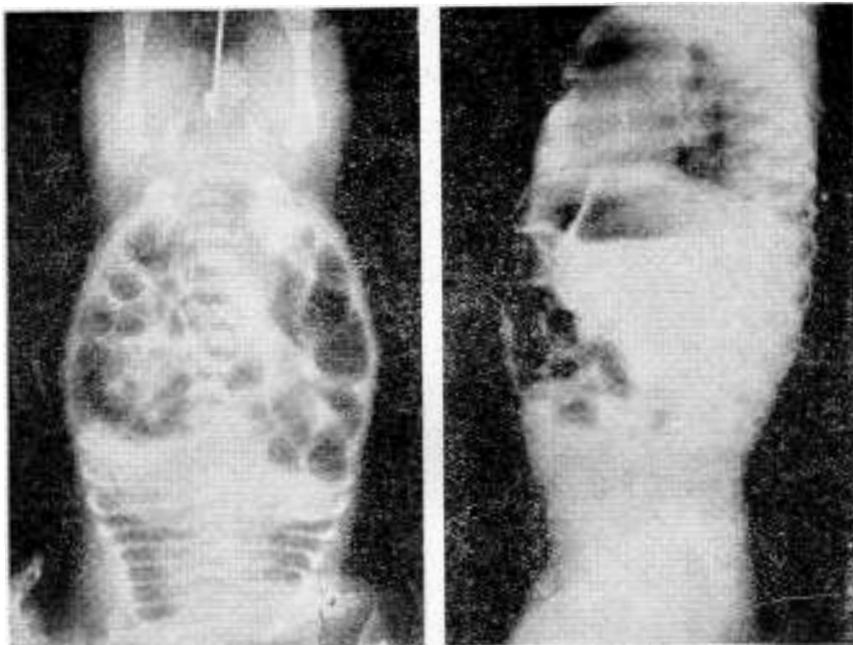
Obs. I W. V. Atresia ano-rectal. Radiografía de frente. Posición de Wangensteen-Rice. Obsérvese la distancia de la ampolla a la referencia metálica. Distensión gaseosa del delgado y el grueso que se ve también en el perfil.
